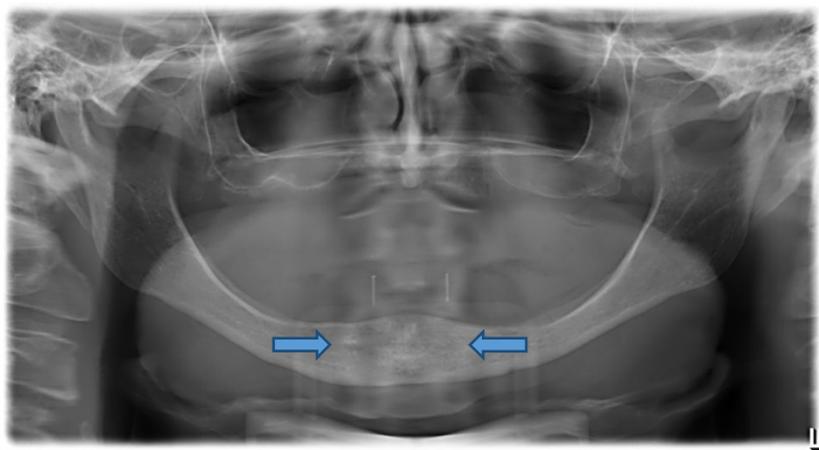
Radiografia panorâmica. Observar a imagem dos cones de guta-percha.
